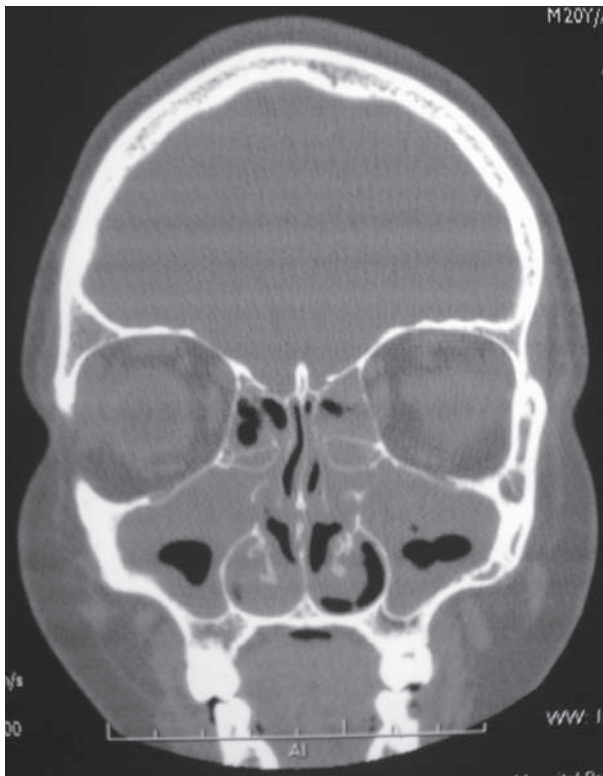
Tomografia computadorizada de seios da face: pansinusite.
